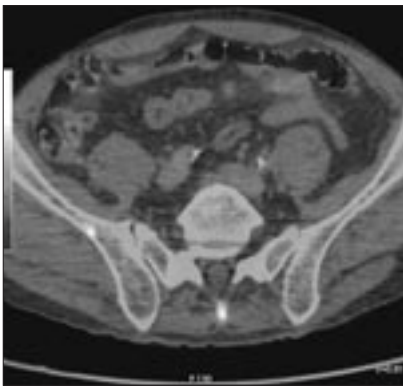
ПЭТ/КТ с 18F-ФДГ больно-го Б. Визуализируются очаги патологической фиксации 18F-ФДГ (SUV_{max} 4,2) соответственно мелким очагам деструкции в S1 (3 мм), в теле правой подвздошной кости (3 мм)
